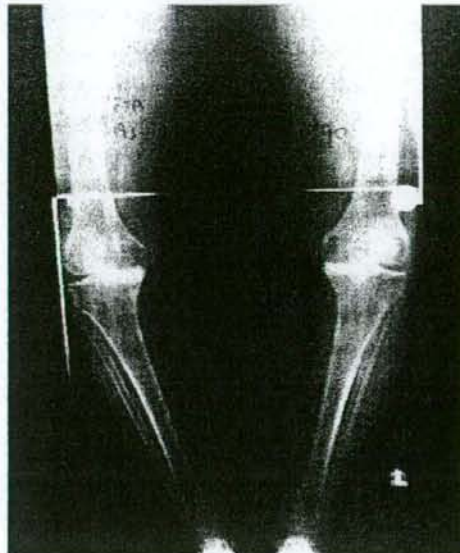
変形性膝関節症の単純X線所見（荷重位正面像）
